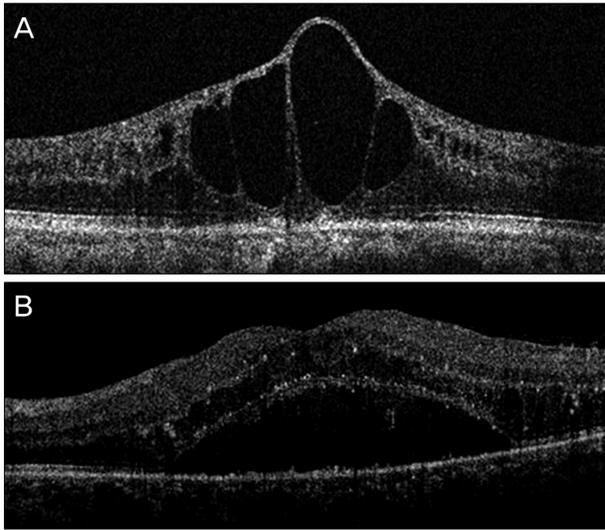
Classification of macular edema based on optical coherence tomography in retinal vein occlusion. (A) Cystoid macular edema. Multiple and various size of ovoid area of low reflectivity represent intraretinal cystoids-like cavities. (B) Serous retinal detachment. There was subretinal fluid accumulation with detached retina.
